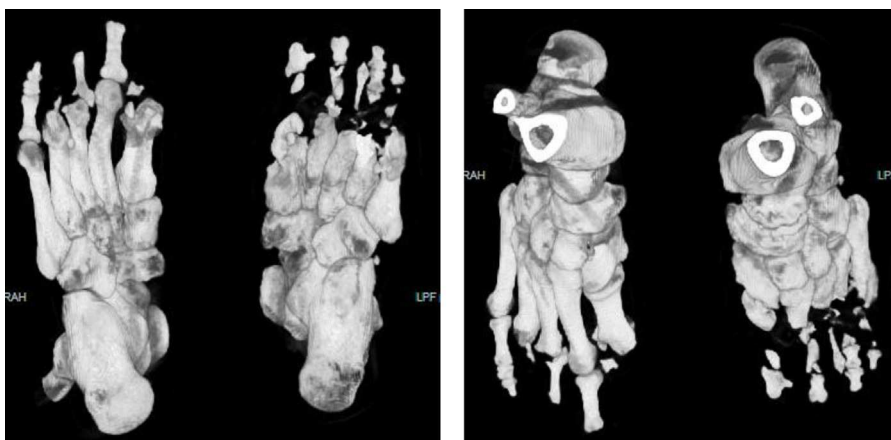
Tomografía con reconstrucción 3D de los pies: muestra la amputación y la destrucción de los componentes óseos de las porciones distales de los orfejos; zonas hipodensas generalizadas indicando osteomielitis en varios puntos del pie.
